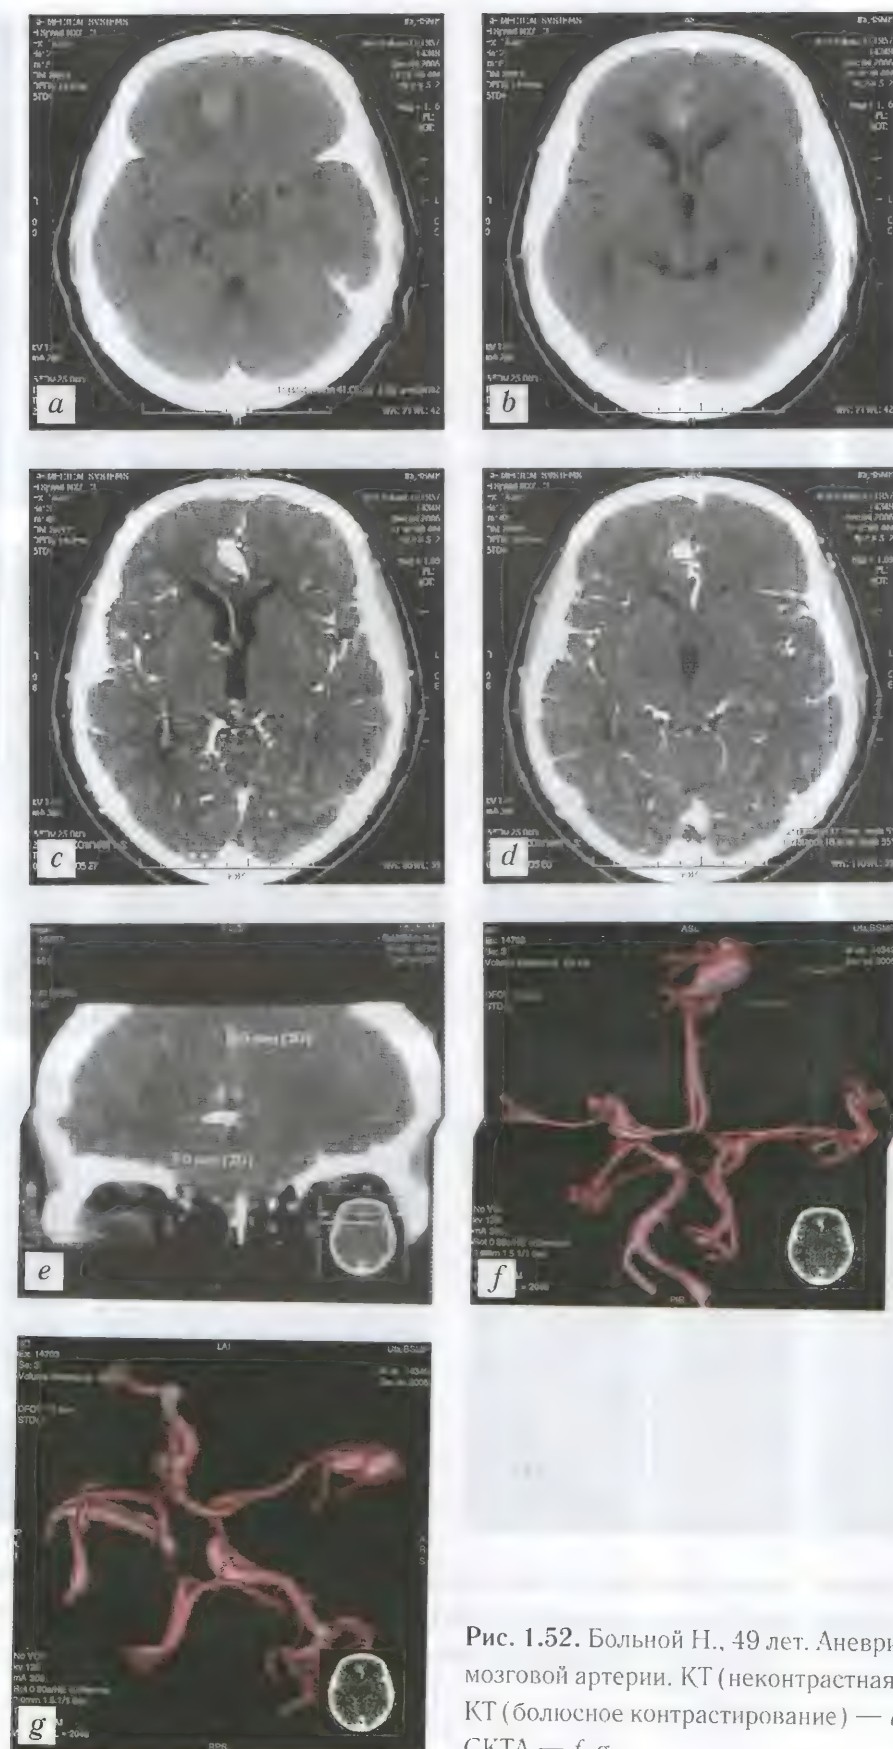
Больной Н., 49 лет. Аневризма передней мозговой артерии. КТ (неконтрастная) — *a, b*; КТ (болюсное контрастирование) — *c-e*; СКА — *f, g*
